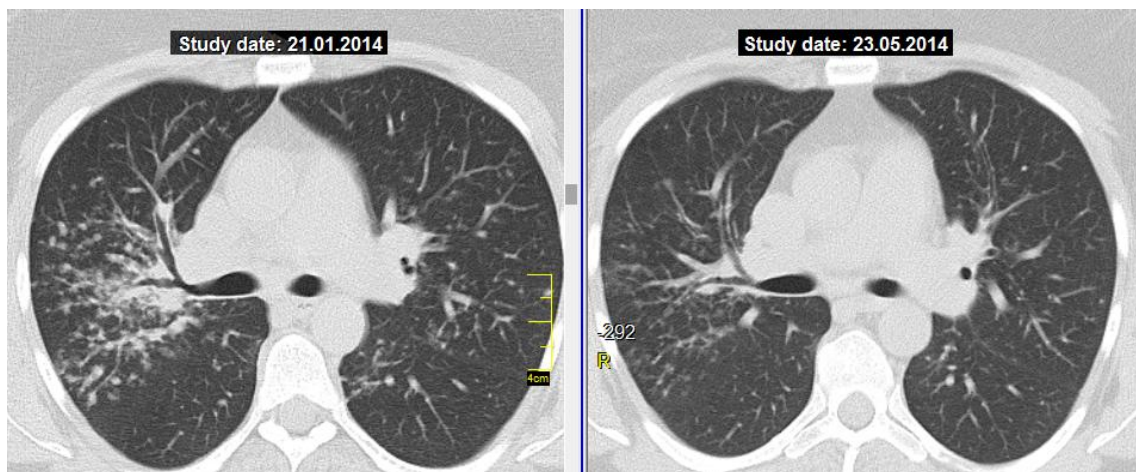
КТ хворої Л. (аксіальні зрізи на рівні головних бронхів), саркоїдоз органів дихання II стадії; зліва – КТ на першому візиті, справа – через 4 міс ГКС-терапії: значне зменшення дрібновузликової дисемінації.
